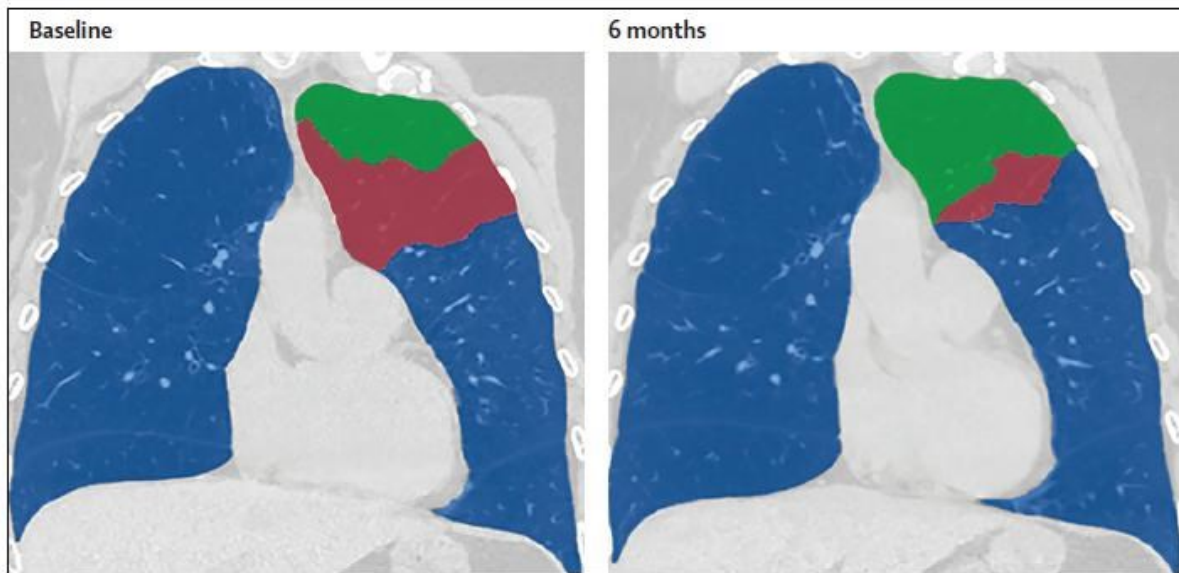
Immagine radiografica dei segmenti trattati (in rosso) e riservati (in verde) prima e dopo 6 mesi dal trattamento.
